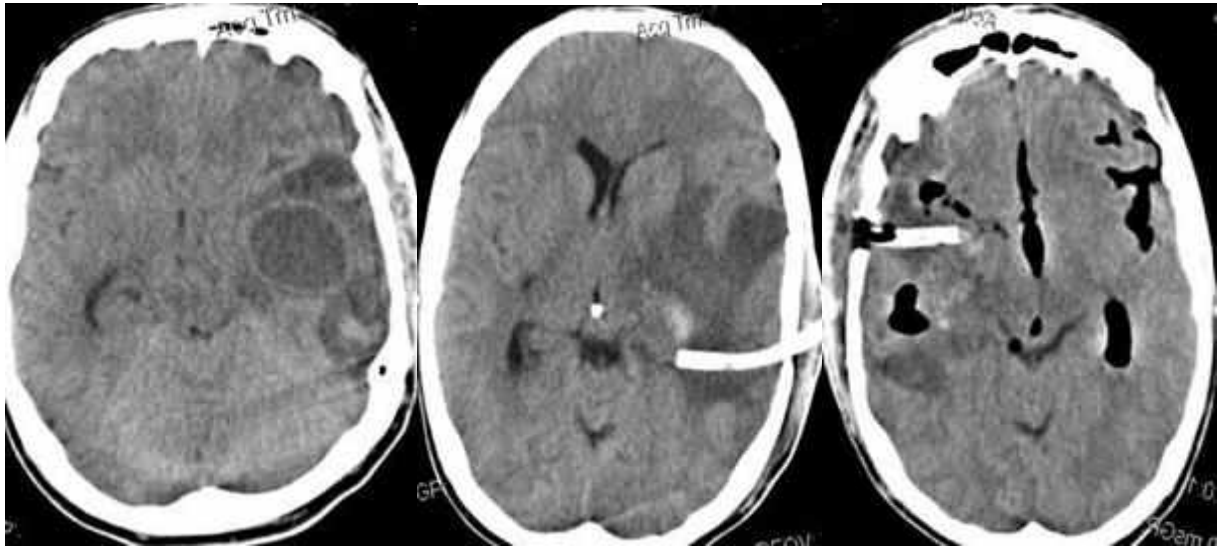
Спостереження №10. Хворий І-ин, 28 років (історія хвороби №22742). КТ головного мозку хворого, абсцес лівої скроневої частки.
